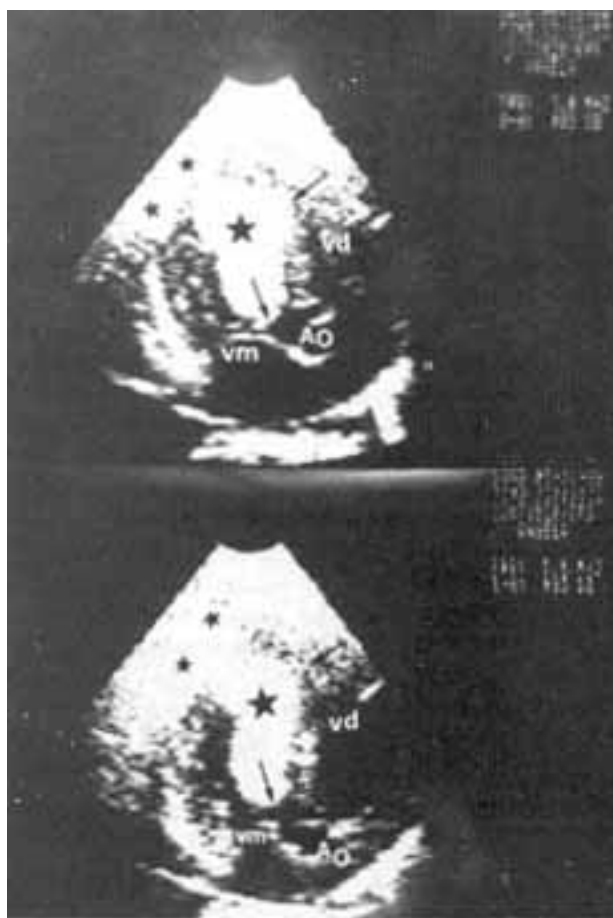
2a (caso 1)- Ecocardiograma bidimensional pré-operatório. Corte em 5 câmaras. ventrículo esquerdo preenchido pela tumoração, que se encontra aderida ao septo interventricular, invadindo aia de saída durante a sístole (setas) e preenchendo a região apical (estrelas), Ao = aorta; vm = valva mitral; vd = ventrículo direito.
